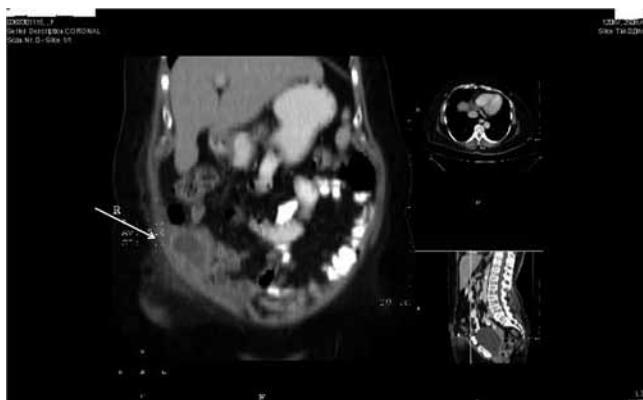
Tomografía computada en reconstrucción coronal donde se demuestra origen de imagen de contenido líquido, en pared que refuerza a la aplicación de medio de contraste en relación a absceso de pared anterior flanco derecho.
